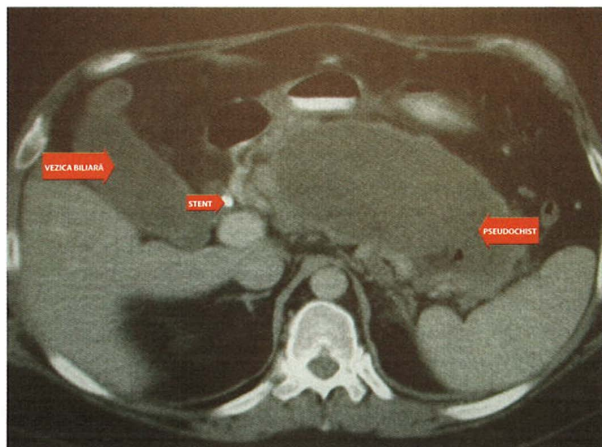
Examinare CT care evidențiază un pseudochist pancreatic voluminos. Peretele pseudochistului captează substanța de contrast și este îngroșat. Un endostent este, de asemenea, prezent la nivelul căii biliare principale, din cauza unei stricturi a acesteia apărute ca rezultat al unui episod de pancreatită.
